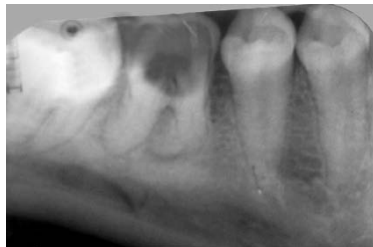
Контактная внутриротовая рентгенограмма: осложненный кариес, хронический периодонтит зуба 4.6
